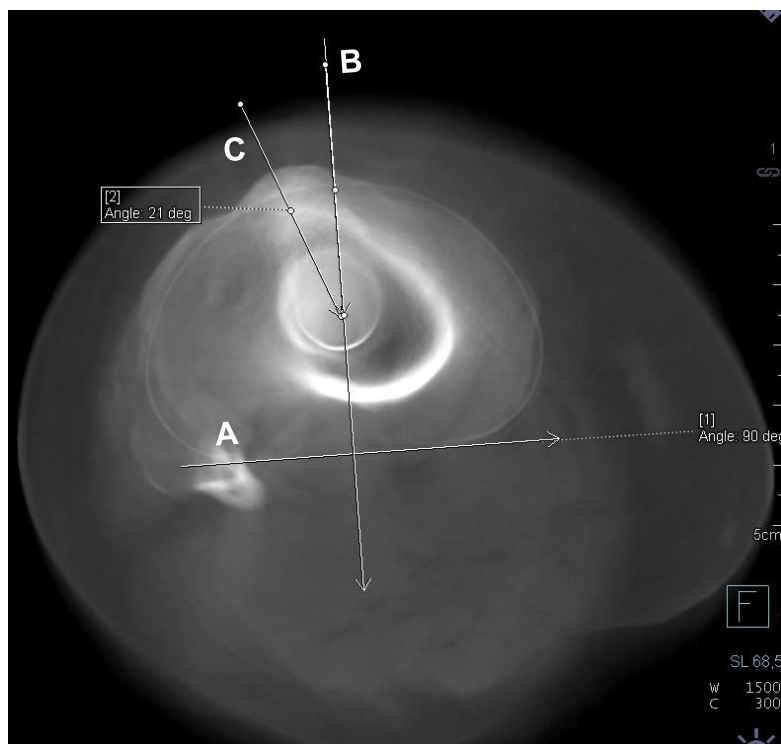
Mesure de la rotation de l'implant tibial (CBCT) (CHRU de Lille)
